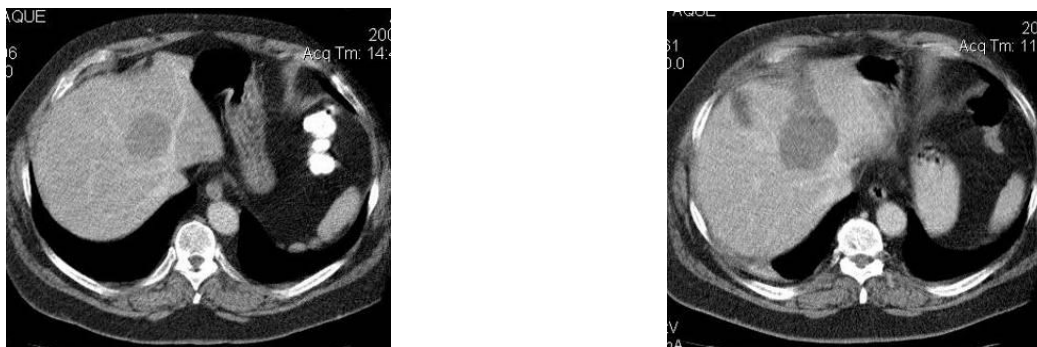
Хворий М., і/х № 1072. Спіральна КТ, виконана до і після процедури РЧТА. Зображено зону фіброзної тканини в ділянці коагуляційного некрозу через 6 місяців після процедури РЧТА.
